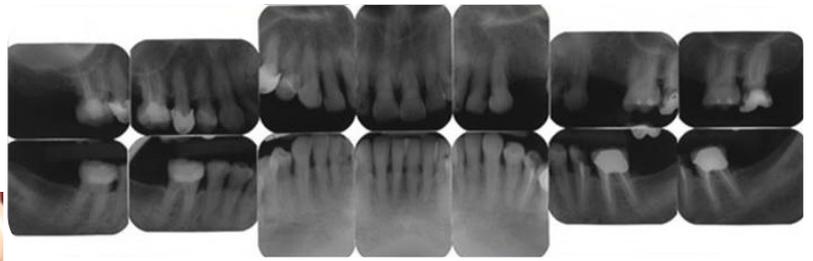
Radiografías preapicales
